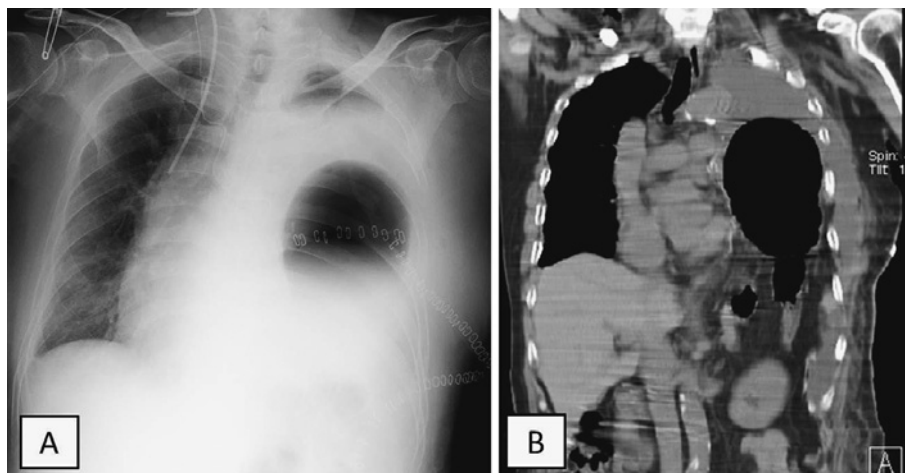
(A, B) Chest radiograph (A) and chest CT (B) show abdominal organs located in the thoracic cavity.
